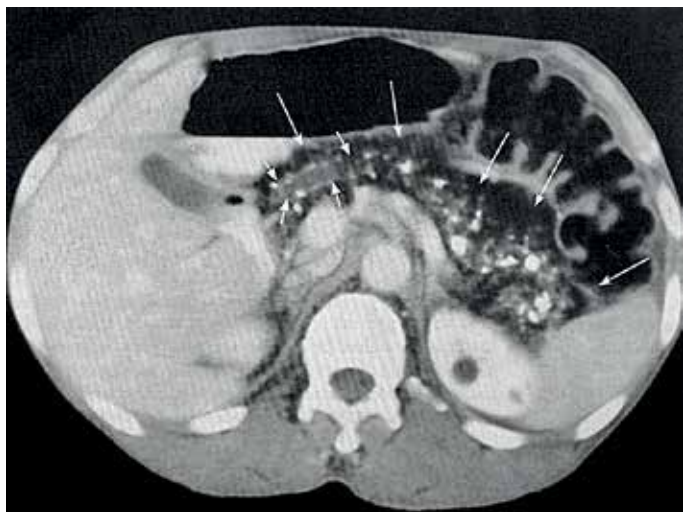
КТ ОЧП у хворого на хронічну ішемічну панкреатопатію (за E. J. Balthazar, 2018 [7]). Пояснення у тексті.
